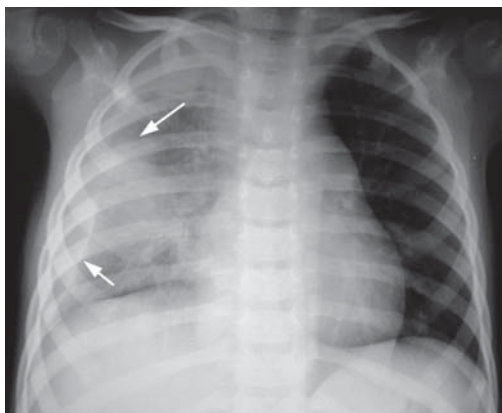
Radiografía de tórax inicial. Extenso infiltrado alveolar derecho asociado a derrame pleural derecho (flechas).
